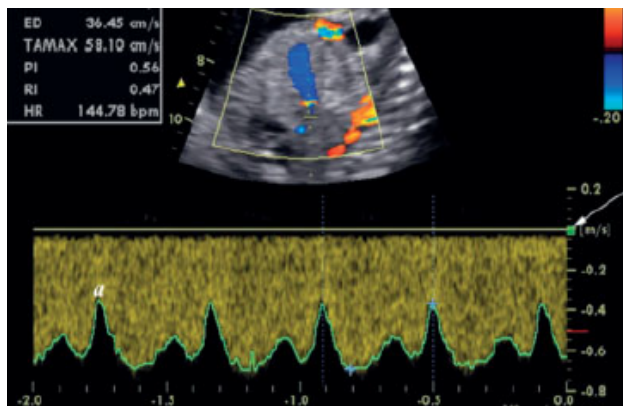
Înregistrare Doppler a fluxului ductului venos în incidență sagitală, în aliniament cu porțiunea istmică, fără corecție a unghiului. Filtrul de perete vascular redus (săgeată) nu interferează cu unda a (a), care este departe de linia de 0. Setarea unei viteze de rulare înalte permite vizualizarea detaliată a variației vitezilor.
